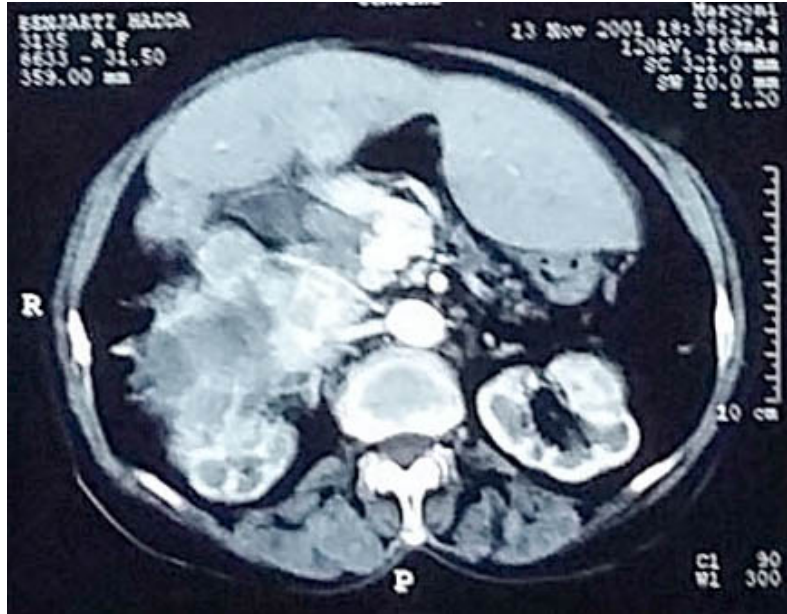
Phéochromocytome, TDM en coupe axiale.
